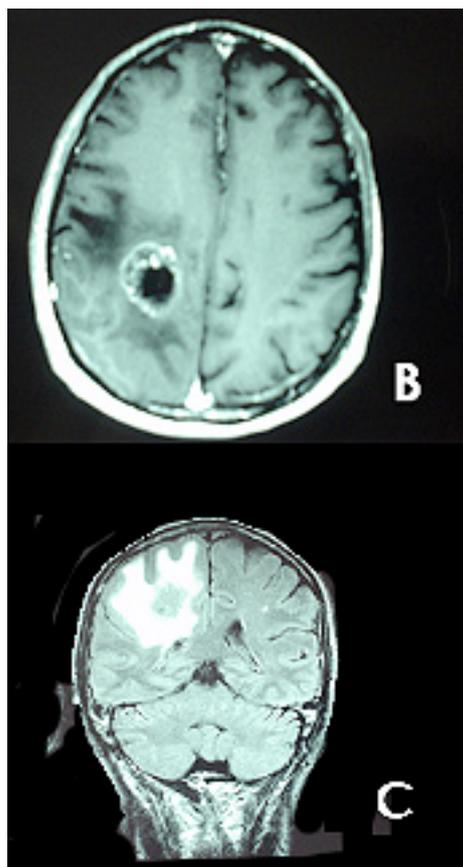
A, B y C. Imágenes de Resonancia Magnética de cerebro, que evidencian tumor cerebral en lóbulo occipital izquierdo posterior a tumor pulmonar primario
